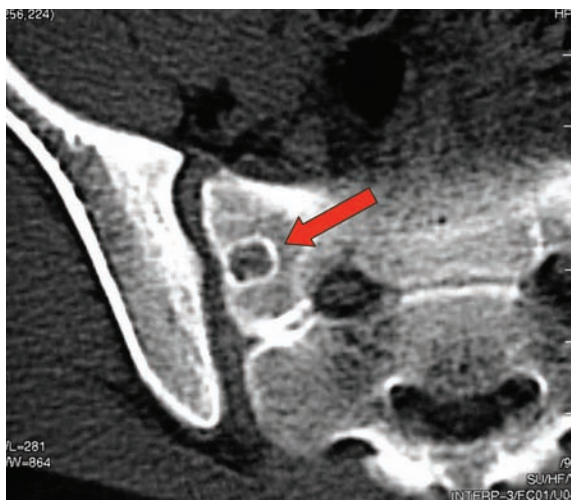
Osteoma osteoide. La TC evidenzia i margini sclerotici e la presenza di "nidus" ipodenso.
